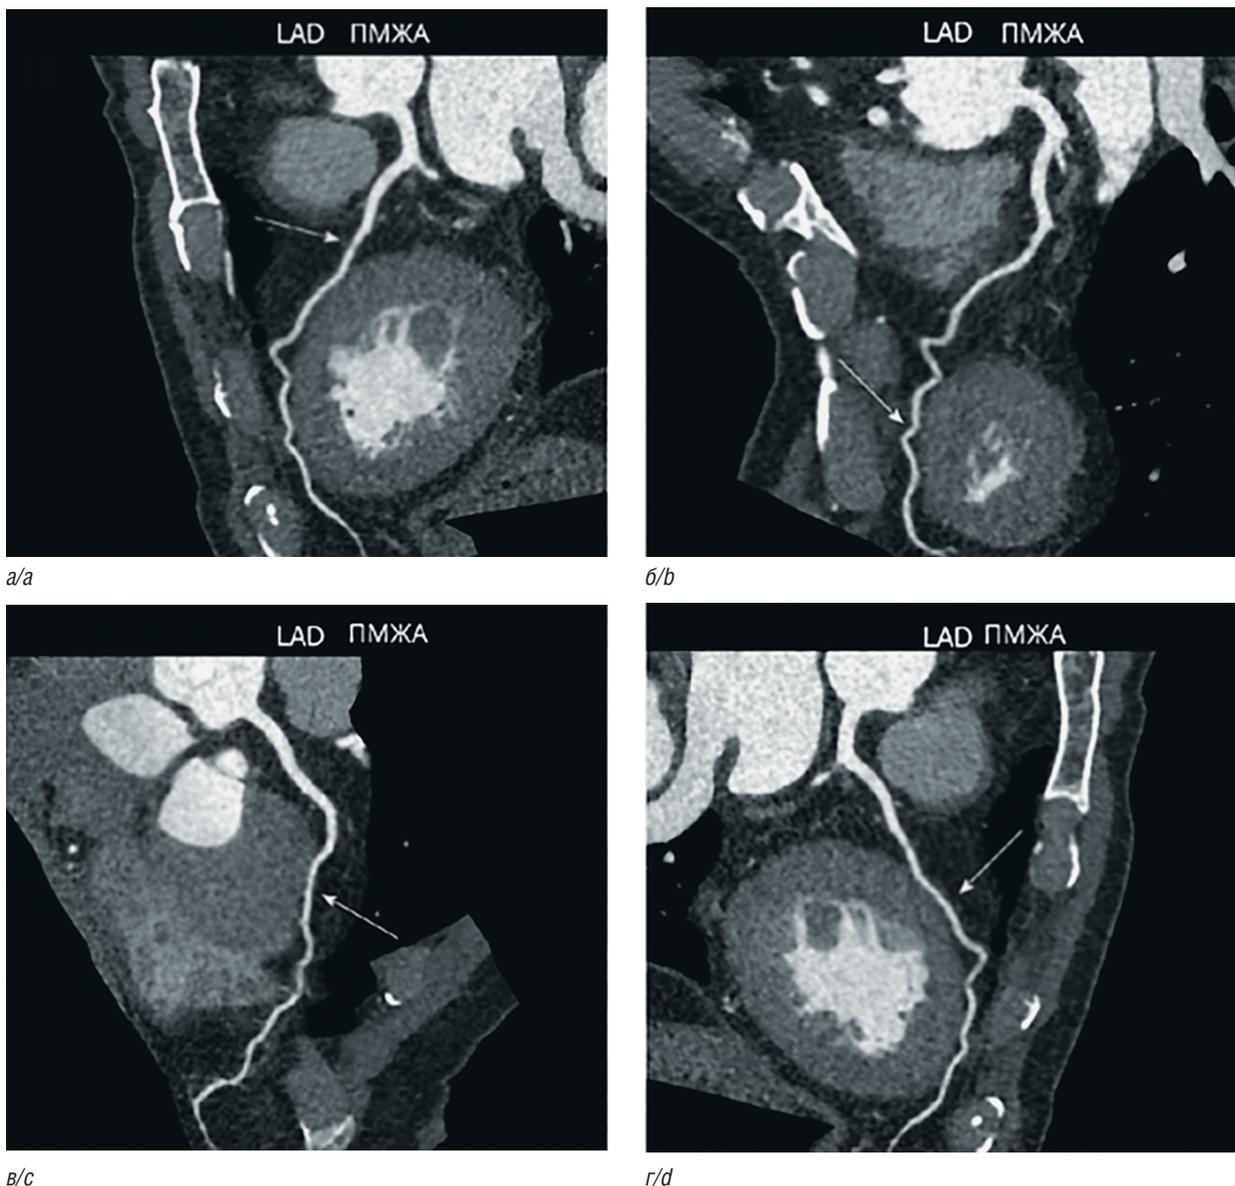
Коронарная КТ-ангиография. Миокардиальный мостик (ММ) на рисунках отмечен стрелкой: *a, б* — ММ в левой передней нисходящей коронарной артерии; *в* — ММ в передней нисходящей коронарной артерии; *г* — ММ в правой передней нисходящей коронарной артерии
